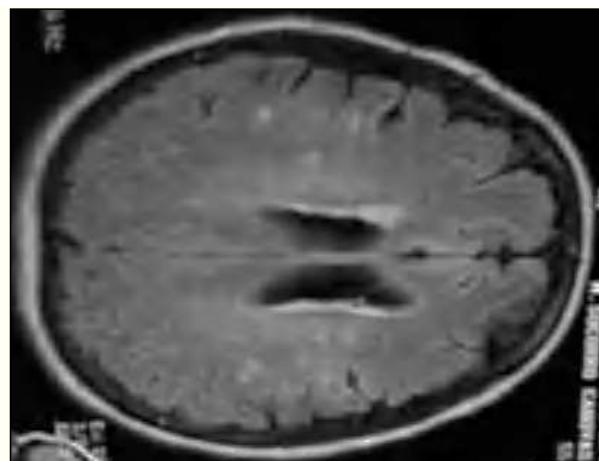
Resonancia con Flair.
